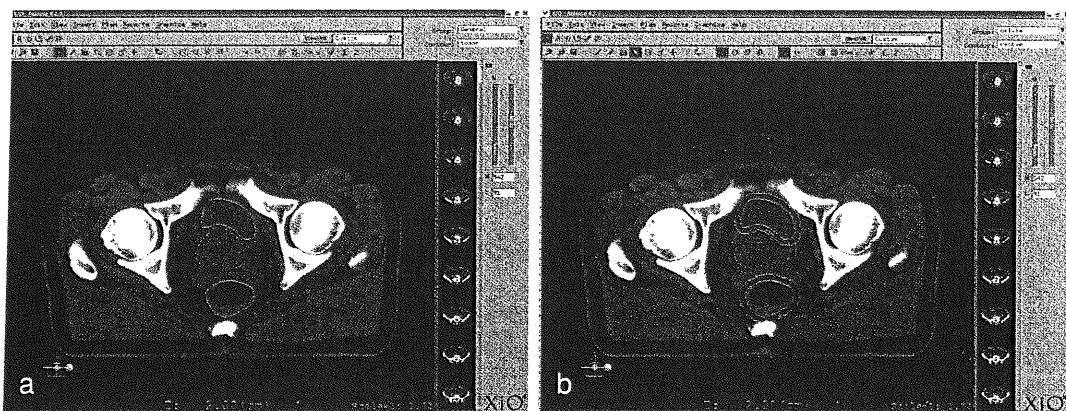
CT シミュレータにおける輪郭抽出と決定
